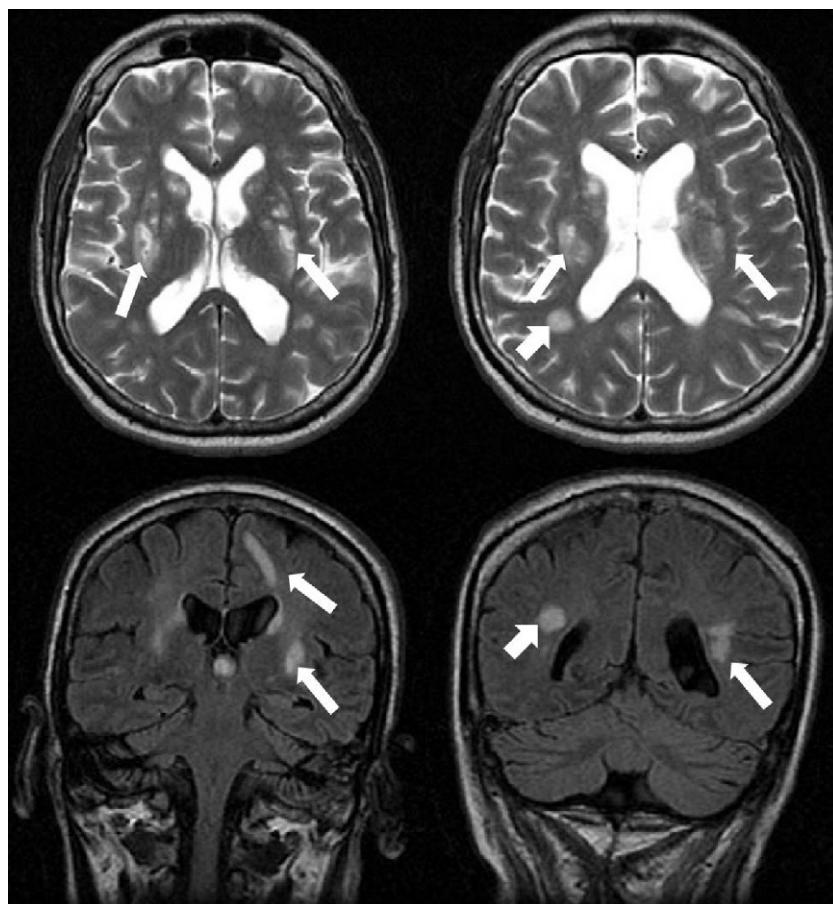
Resonancia nuclear magnética cerebral. Lesiones en ganglios de la base hiperintensas en T2 y T1, lesiones en sustancia blanca profunda y subcortical de predominio frontoparietal, hiperintensas en T2 y FLAIR, con realce variable tras administrar contraste.
